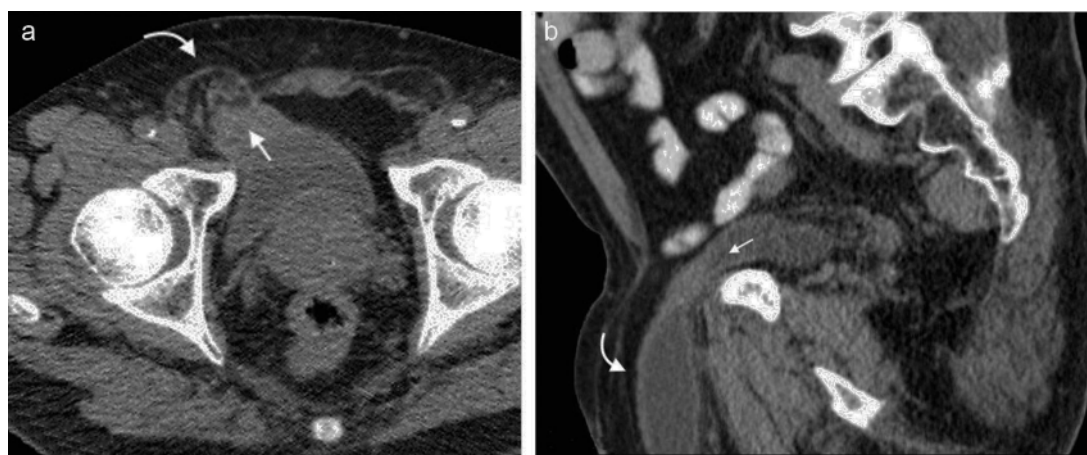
Tomografía computada multidetector, en planos (a) axial y (b) sagital, detecta una hernia inguinal (flecha curva) en la que protruye el techo vesical (cistocelo herniario) (flecha recta).
